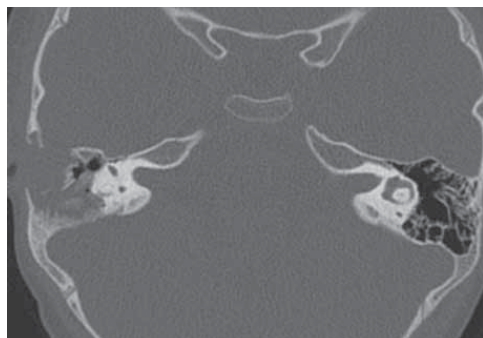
Спиральная компьютерная томография правой височной кости пациентки 3 лет, аксиальная проекция. Опухолевая масса заполняет всю барабанную полость и ретротимпанальные отделы с признаками костной деструкции клеток сосцевидного отростка
